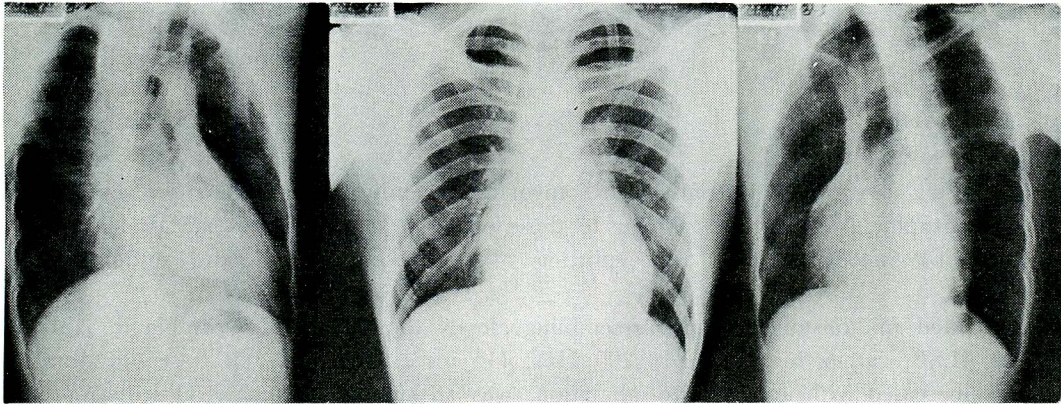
Chest roentgenogram suggesting right atrial and both ventricular dilatation.
